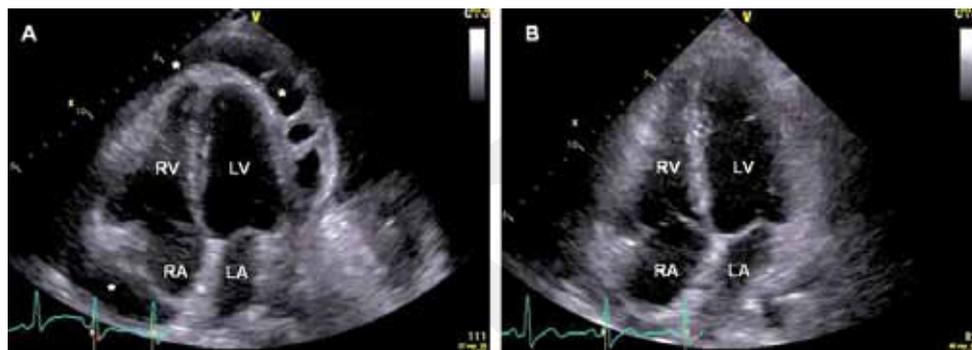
Transthorakale Echokardiographie bei einer Patientin mit einer Perikarditis mit grossem, hämodynamisch relevantem Perikarderguss (*) vor (A) und nach (B) Perikardpunktion. Die Diagnostik hinsichtlich spezifischer Ursachen der Perikarditis blieb ergebnislos, so dass von einer viralen oder idiopathischen Perikarditis ausgegangen werden musste. LV bedeutet linker Ventrikel, LA linkes Atrium, RV rechter Ventrikel und RA rechtes Atrium.
